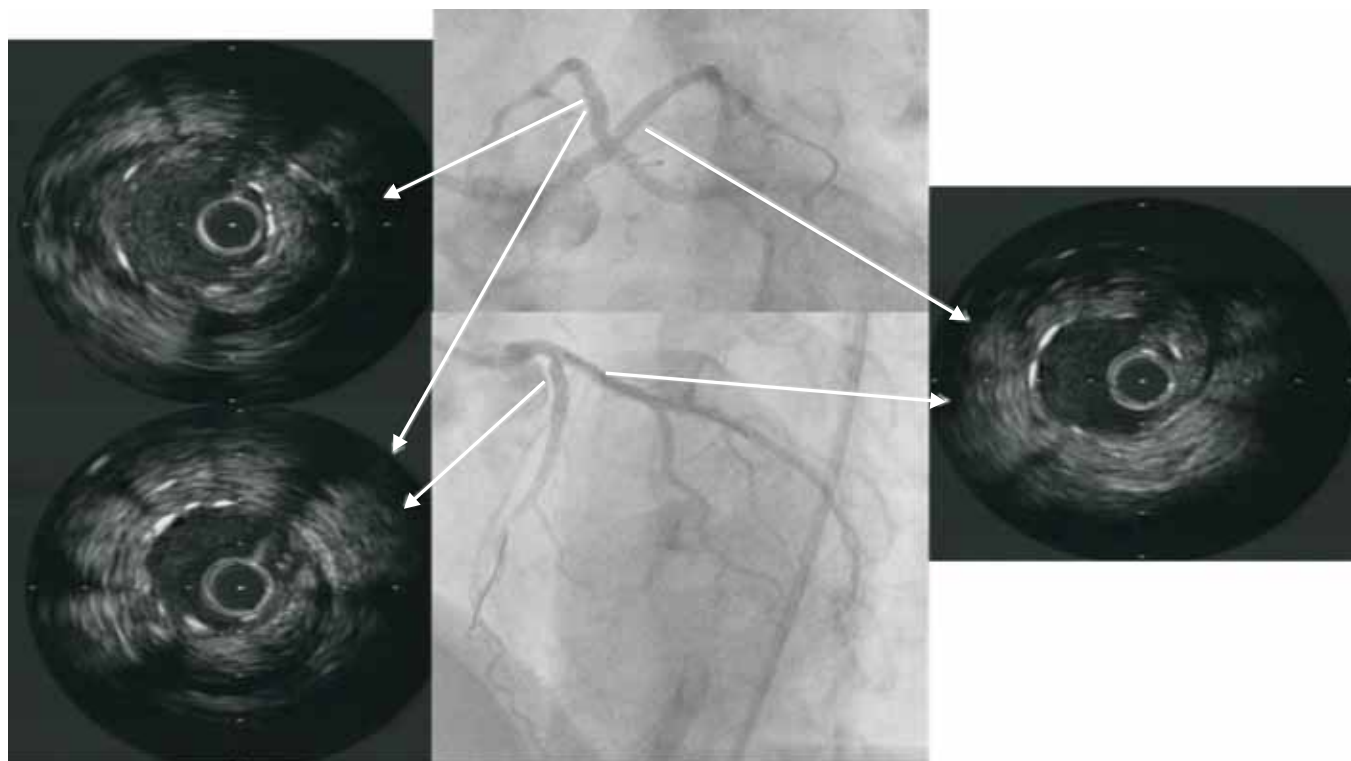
Angiografía coronaria y ultrasonido intracoronario, posterior al intervencionismo donde se aprecian las placas fibrolipídicas desplazadas hacia los márgenes del vaso y las prótesis endovasculares bien desplegadas.
